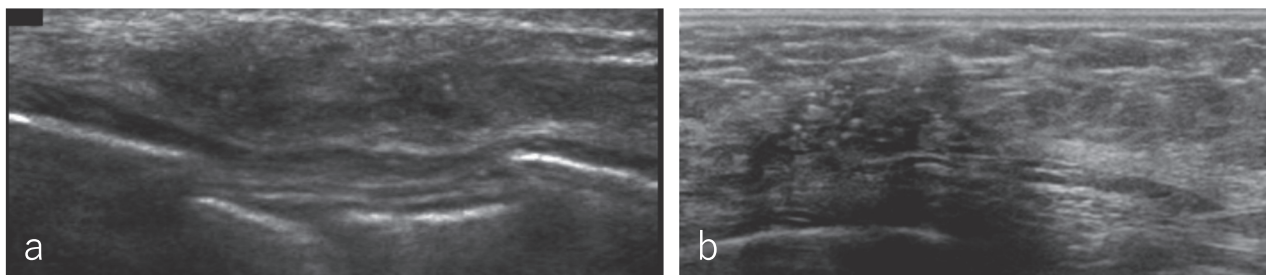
Two cases of ductal carcinoma *in situ* (DCIS). Ultrasound shows indistinct hypoechoic areas in the mammary gland.
